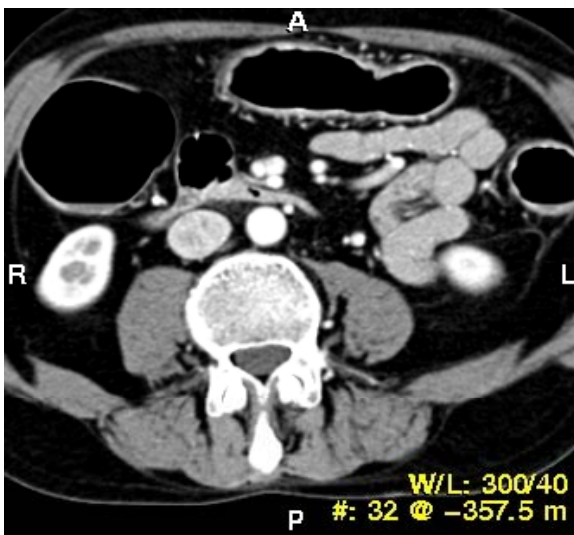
Axiales computertomographisches Bild
